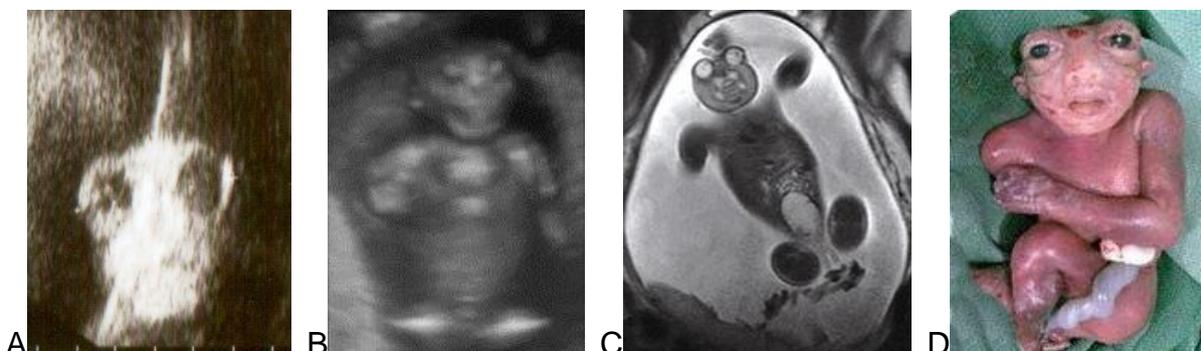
Anencéphalie foétale: (A) échographie 2D, (B) échographie 3D, (C) IRM foétale, (D) foetus avorté
